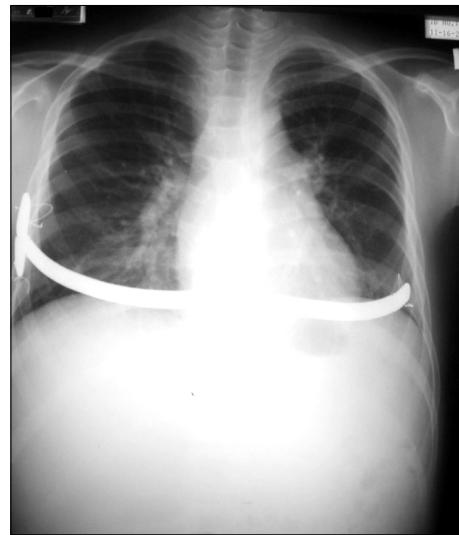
Preoperative chest X-ray film taken after pectus bar insertion.
